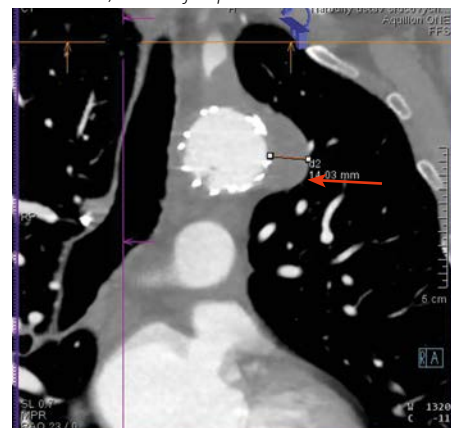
2D CT angiografické vyšetření u pacienta s hlubokým penetrujícím aortálním vředem na přední stěně aorty v úrovni odstupu levé podklíčkové tepny označuje šipka
